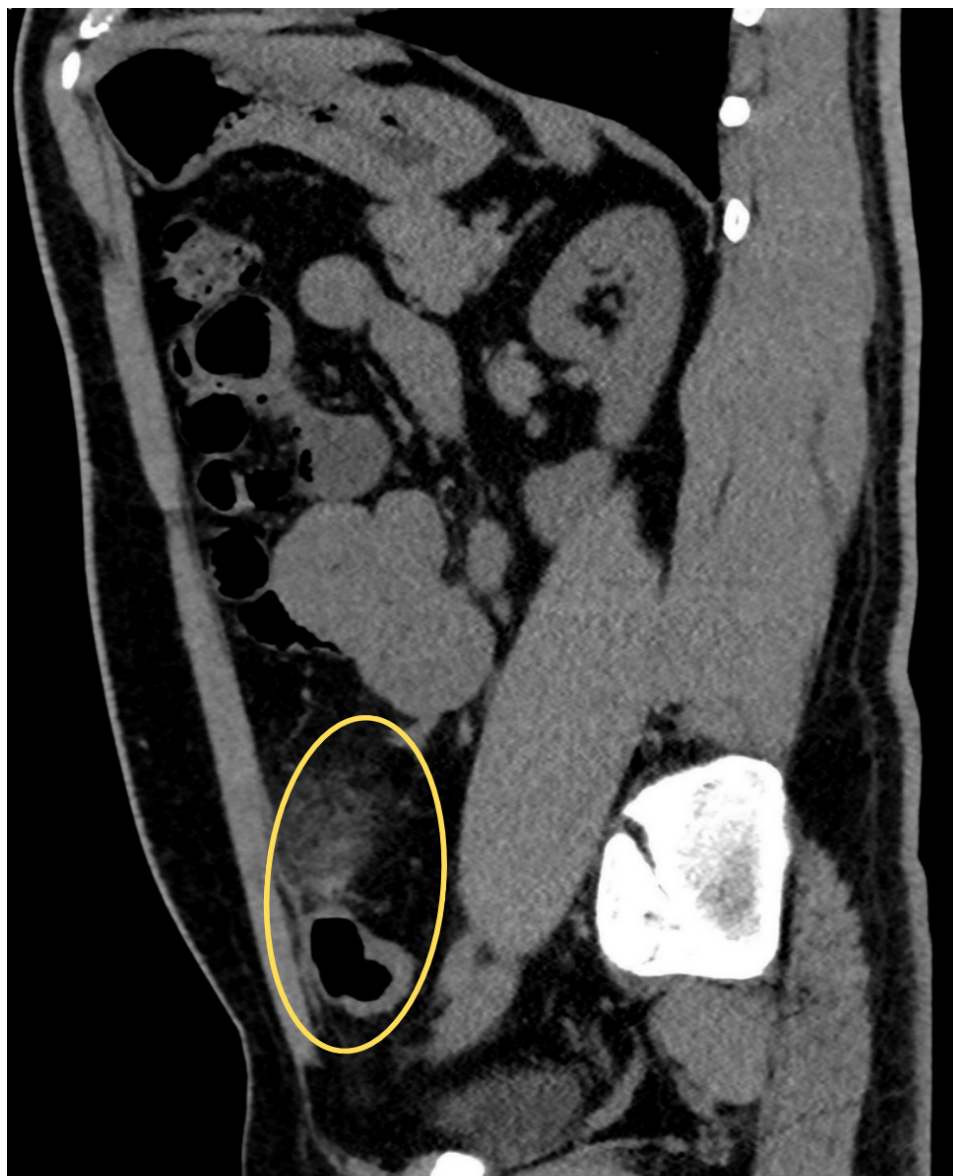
Tomografía computarizada en reconstrucción sagital. Fase simple.
